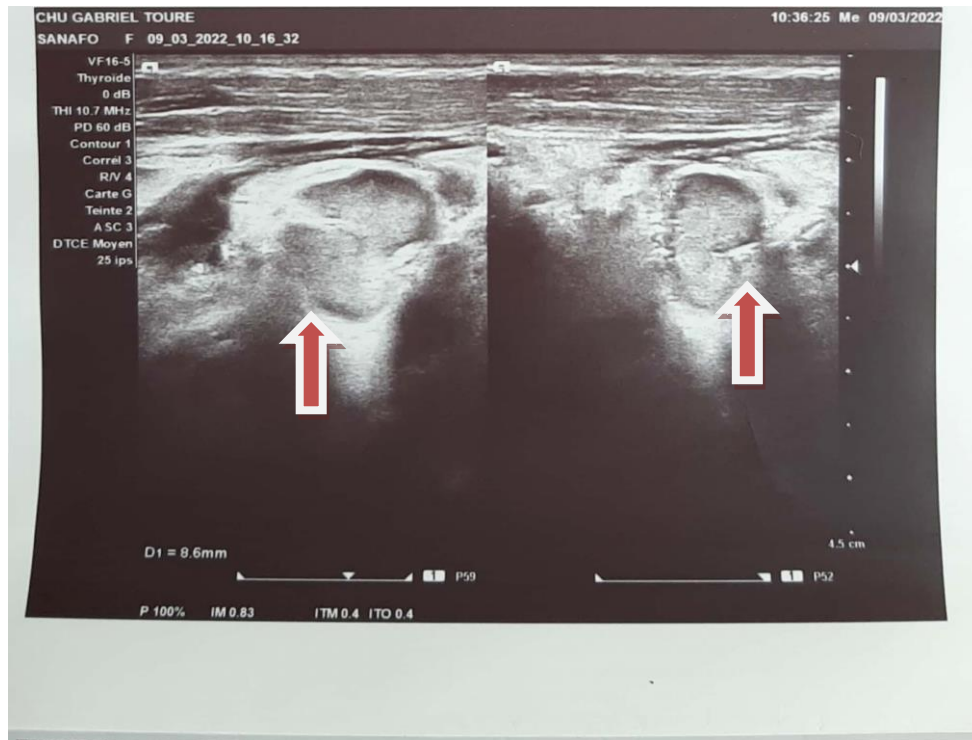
Images échographiques de ganglions loco-régionaux dont le plus volumineux mesure 13 mm de petit diamètre.
